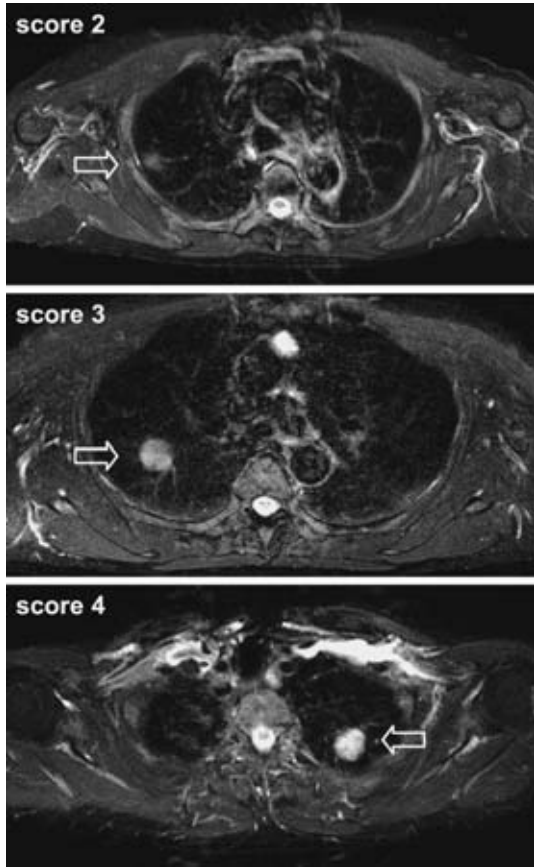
MR images demonstrate STIR of each score on our criteria.
